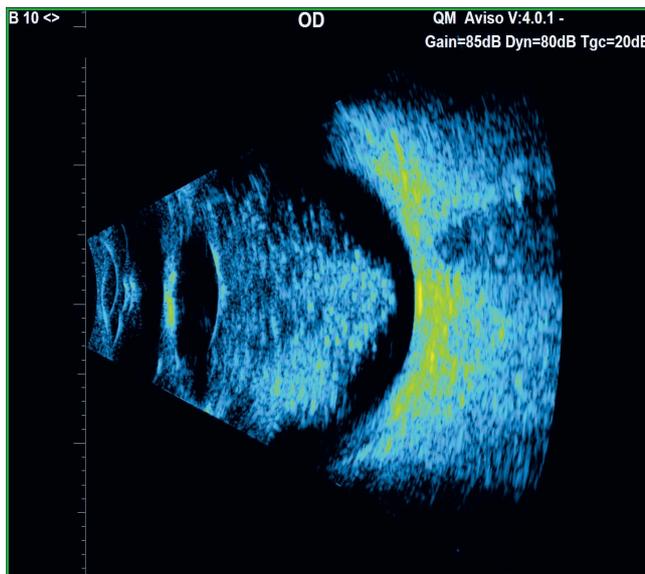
Échographie en mode B d'un synchisis étincelant permettant l'examen du segment postérieur.
